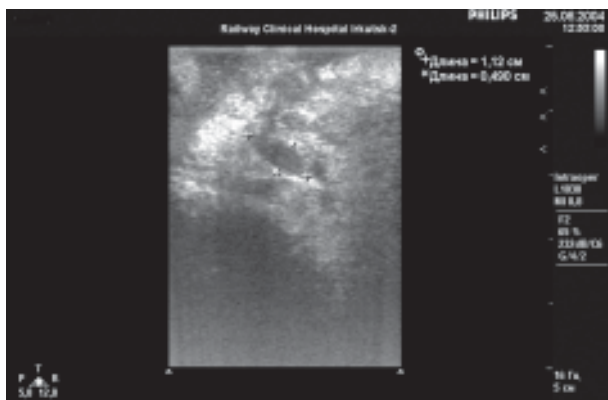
ИОУЗИ. Панкреонекроз. Очаги деструкции в области головки-тела поджелудочной железы.
